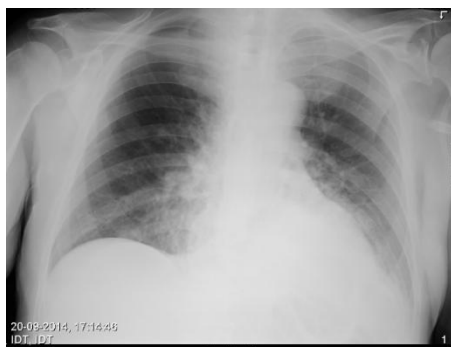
Telerradiografia de tórax a 20/09/2014, primeiro dia de internamento no serviço de Medicina
